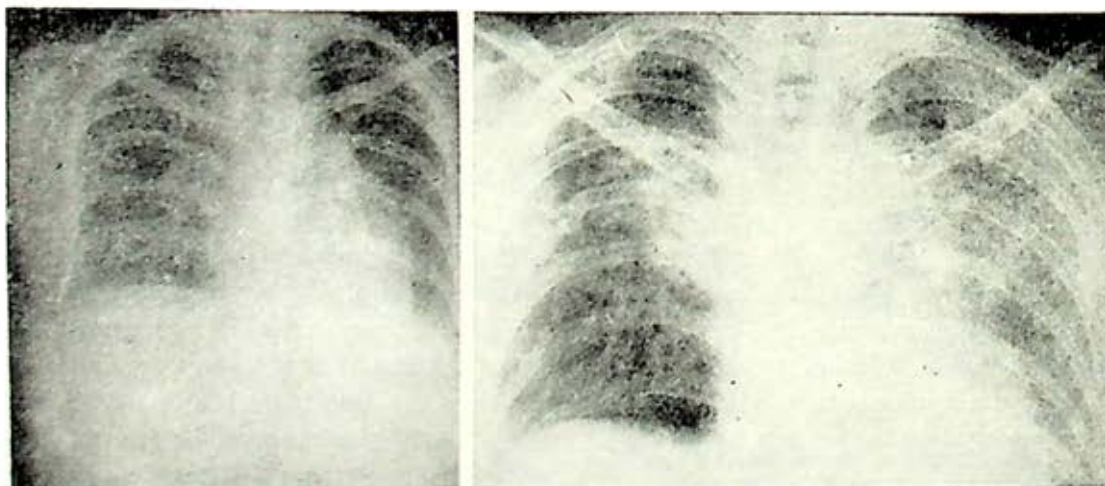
Radiografías posteroanteriores del tórax. a) de noviembre de 1968 que muestra opacidades bilaterales de predominio basal, de tipo lineal y trabecular, con elevación de ambos hemidiafragmas, distorsión de la sombra medio torácica, y pérdida de la nitidez de la misma; falta un fragmento del sexto arco costal. b) de febrero de 1977 que muestra progresión lesional, con aumento de las opacidades por infección agregada.
